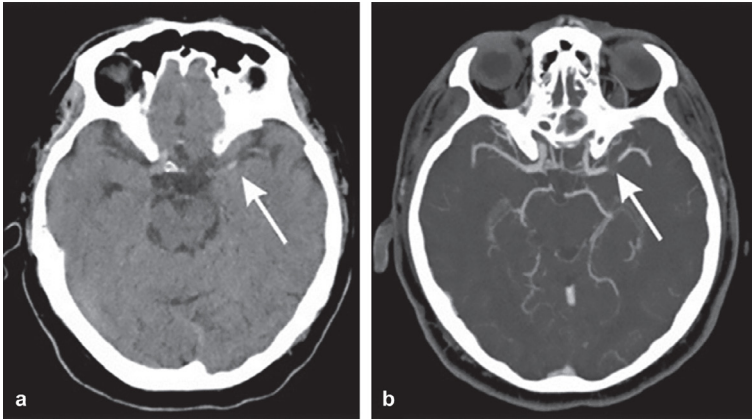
Kranielles CT (a) und CT-Angiografie (b) mit akut aufgetretener Aphasie und Hemiplegie rechts: Mediazeichen (a, Pfeil) mit einer entsprechenden Kontrastmittelaussparung in der CT-Angiografie (b, Pfeil) [H032–003]
